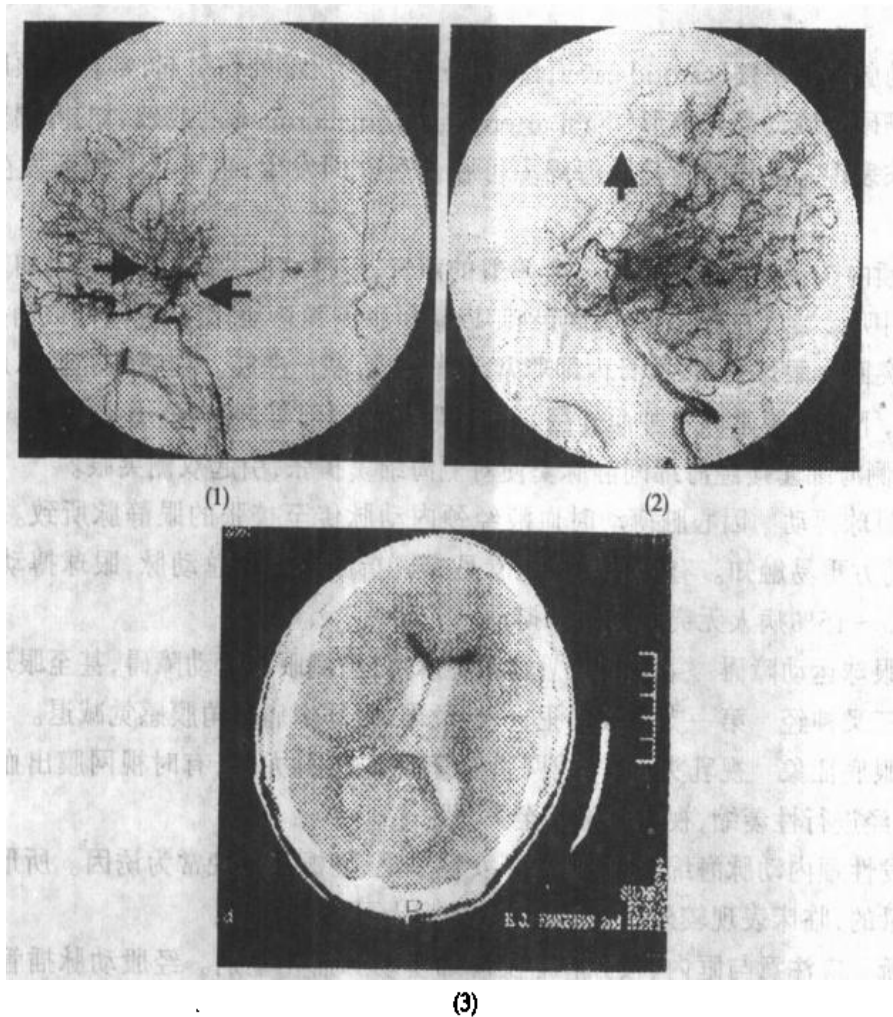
脑底异常脑血管网症的脑血管造影及 CT 图像
